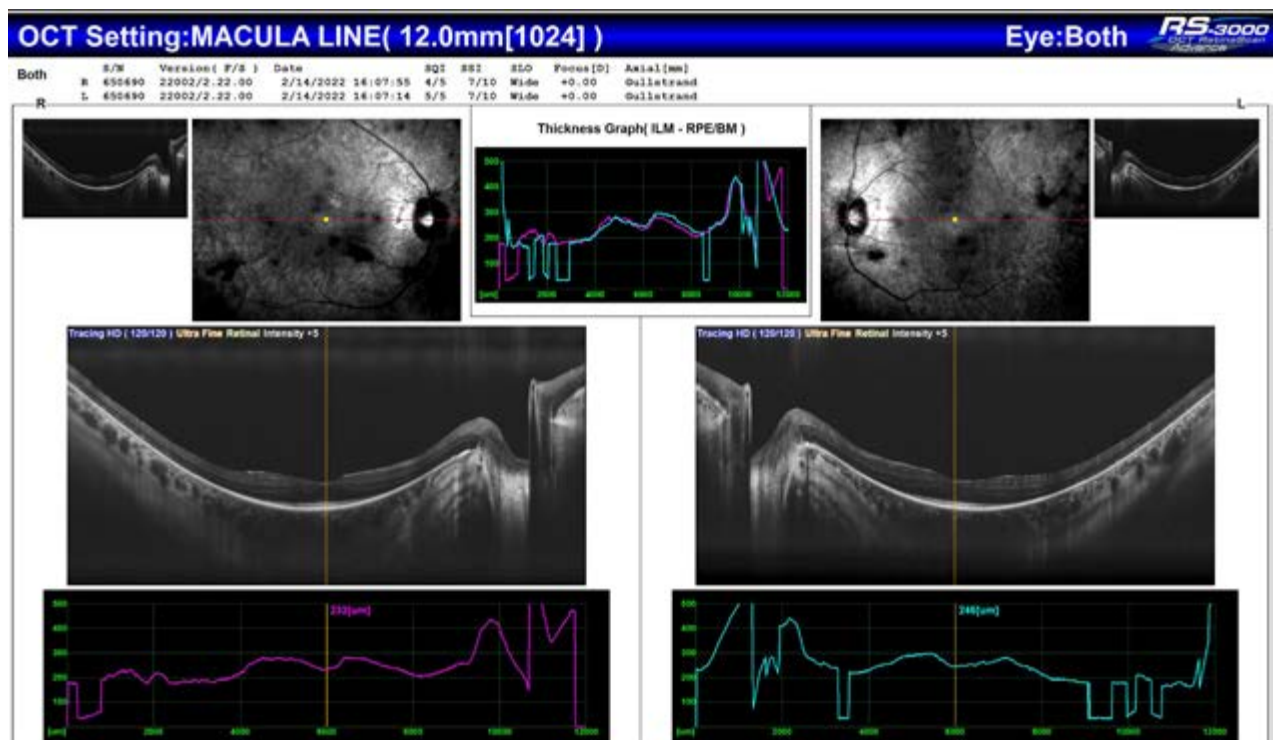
OCT tomografía de coherencia óptica AO.
